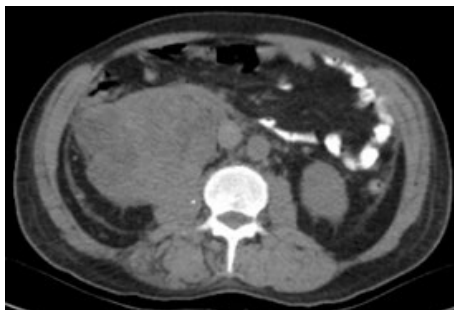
Tomografía simple demuestra tumor renal derecho, con atenuación de 15 UH.
